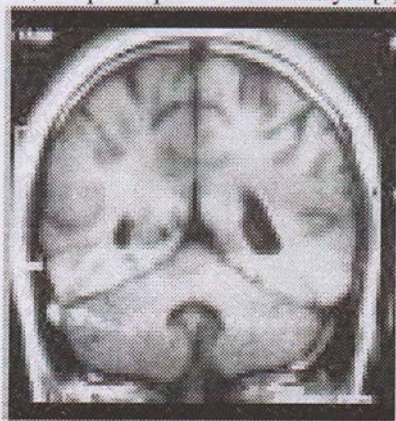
МРТ, T1: тромб (стрелка) в нижних отделах правого сигмовидного синуса.
